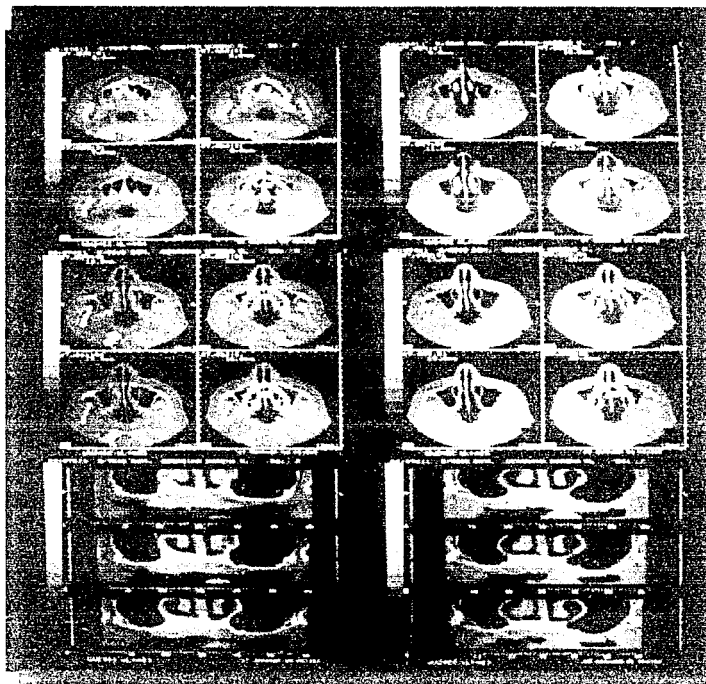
Radiografía la cual nos muestra mediante cortes ya numerados aquellas regiones que nos interesan para la colocación de los implantes. En la parte inferior vemos fosas nasales.
